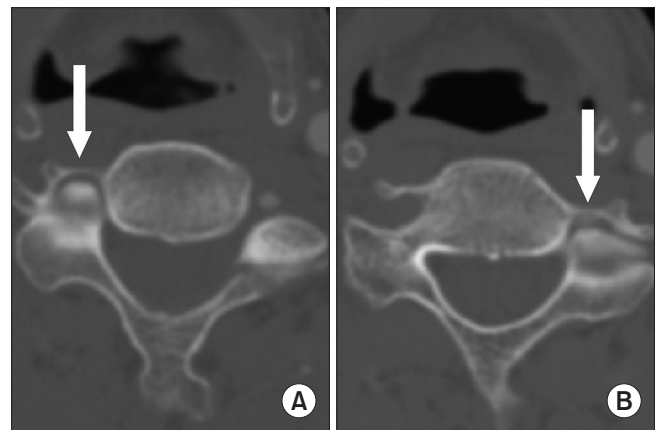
Preoperative computed tomography angiography shows a blockade of circulation at the transverse foramina. (A) The right superior articular process completely occludes the right vertebral artery (arrow). (B) The left superior articular process occludes approximately 80% of the left C5 transverse foramen (arrow).
